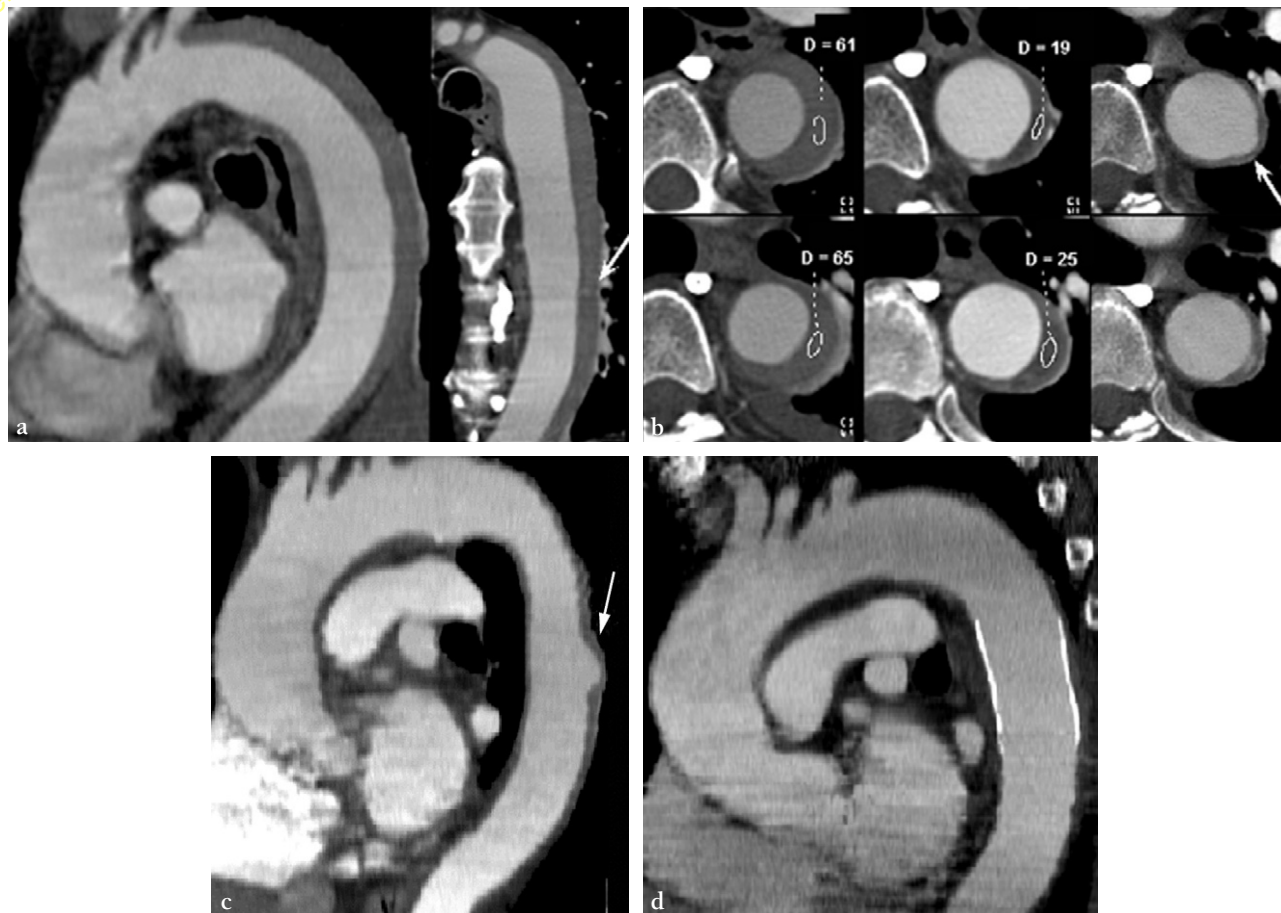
a. TDM aortique en MPR montrant un hématome intramural de type B très étendu avec une petite ulcération intimale (flèche). b. Sous traitement antihypertenseur, l'hématome s'est totalement résorbé sur les scanners de contrôle, c. avec néanmoins le développement d'une large ulcération aortique (flèche), bien visualisée sur l'image MPR. d. En prévention d'une rupture, cette ulcération est traitée avec succès par une endoprothèse couverte (courtoisie J.-L. Sablayrolles).
